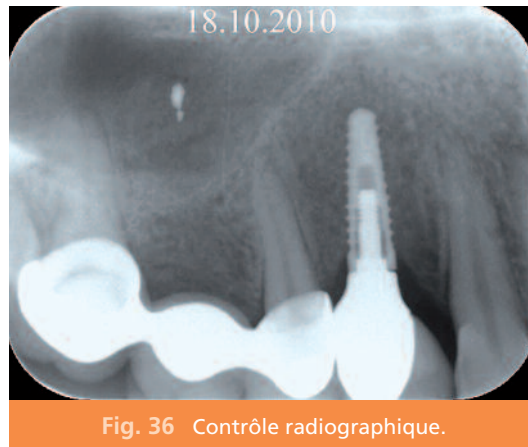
Contrôle radiographique.
